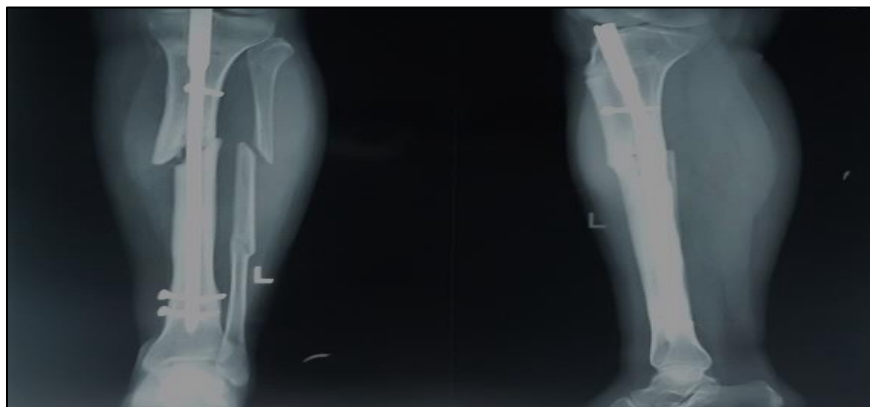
Рентгенография левой голени больной К. от 17.09.2012г.
